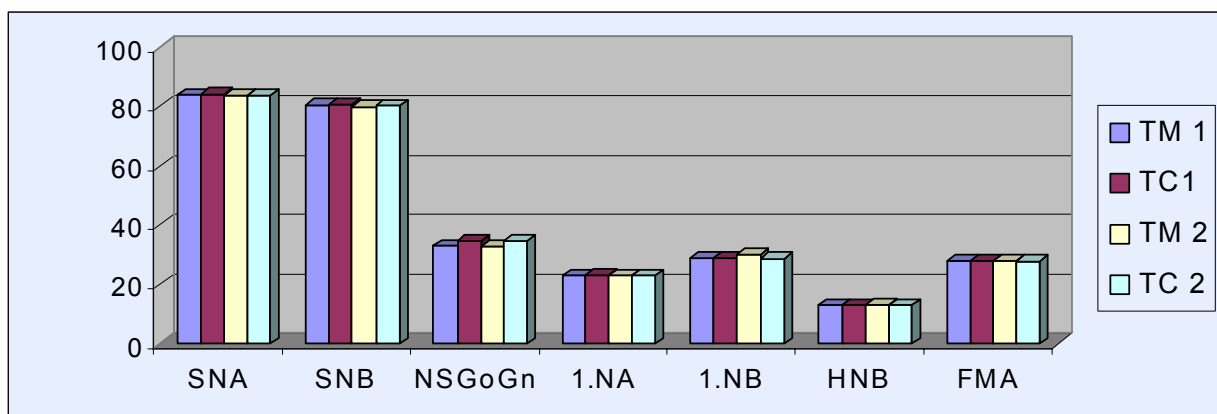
Comparação entre as médias, em graus, de cada fator nos quatro traçados realizados TM1, TC1, TM2 e TC2
